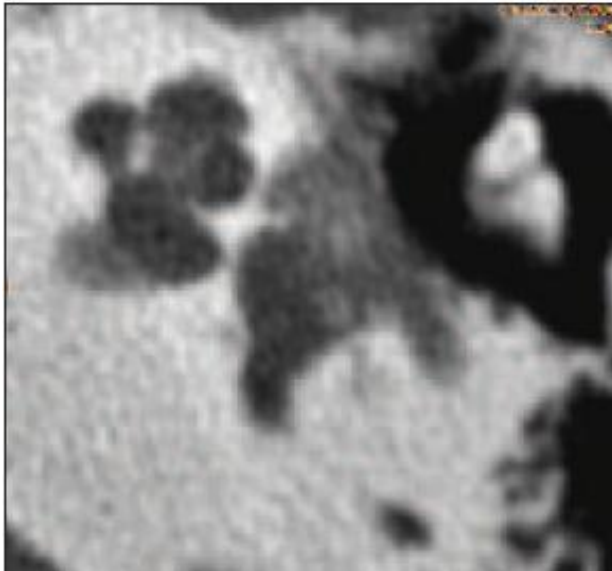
Coupe TDM axiale[D].
